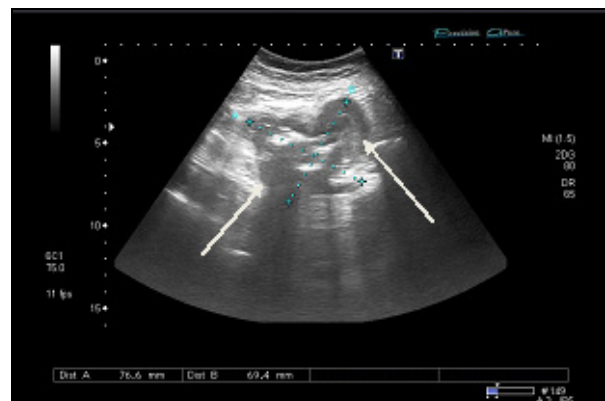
Ehotomografski prikaz sekundarnih depozita u jetri (Meta in hepate)
